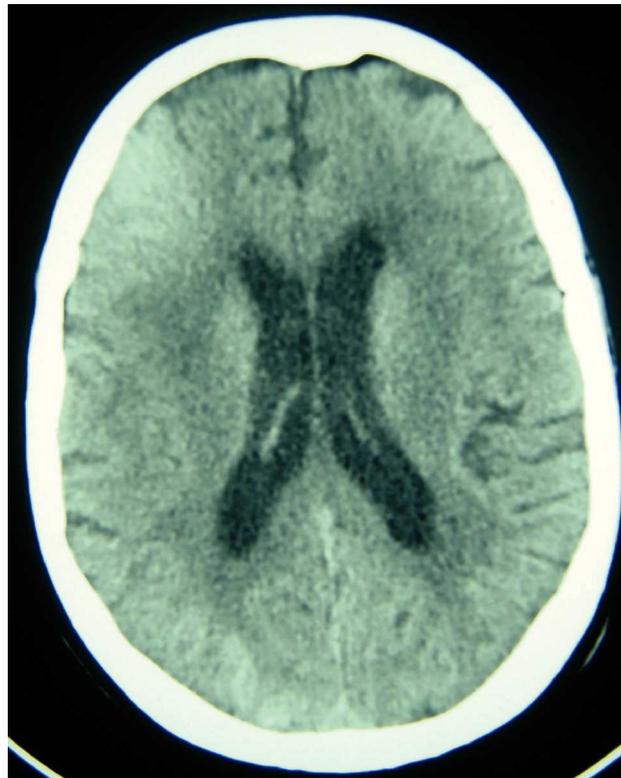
Tomografía craneal de control: discreta hiperdensidad a nivel frontal derecho.
